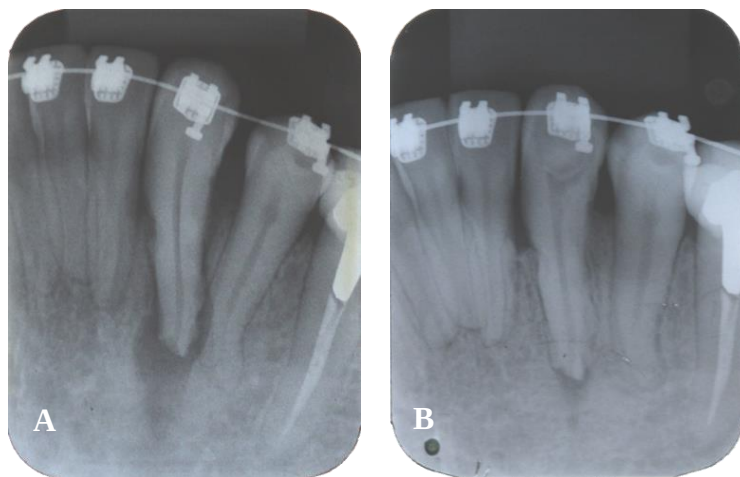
A) Radiografia periapical de diagnóstico mostrando a reabsorção radicular inflamatória externa no dente 33, 100 dias após o transplante e aproximadamente dois meses de tratamento ortodôntico. B) Radiografia periapical do dente 33, oito meses após início do tratamento endodôntico.
